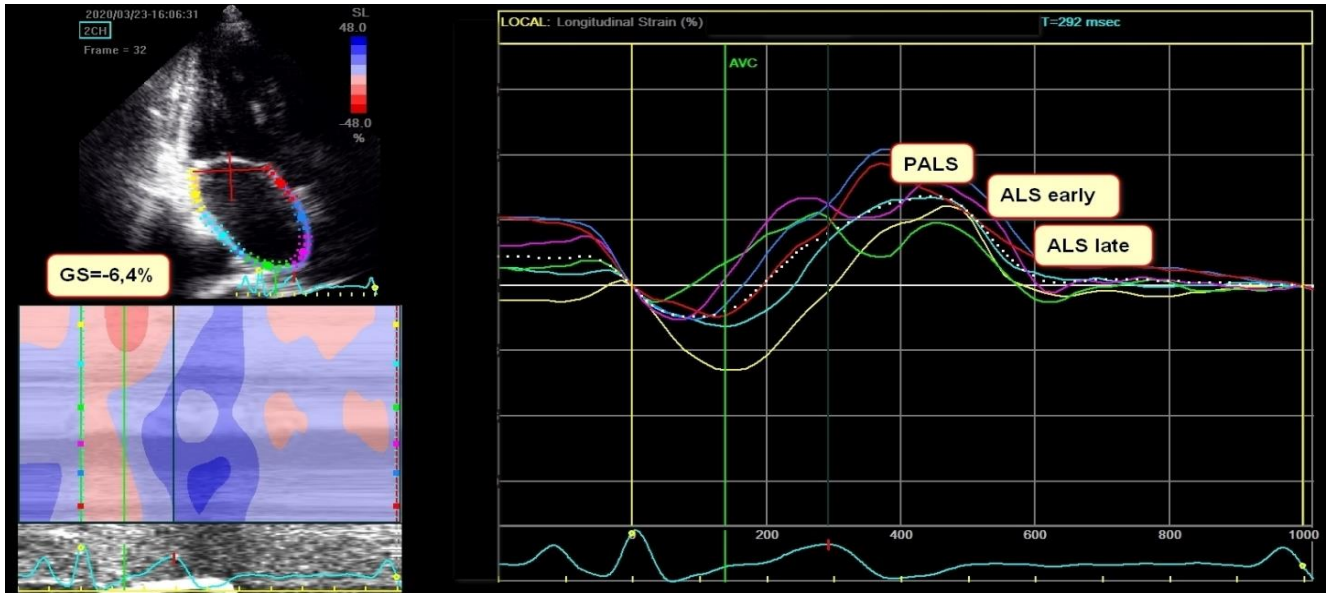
Оценка деформации левого предсердий с помощью технологии спекл-трекинг эхокардиографии в двумерном режиме.
